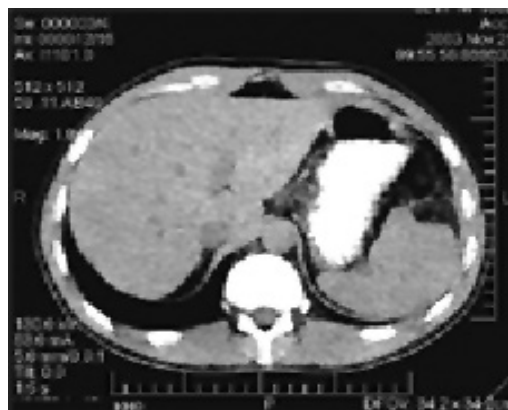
КТ брюшной полости на 8-е сутки после резекции нижнего полюса селезенки.
